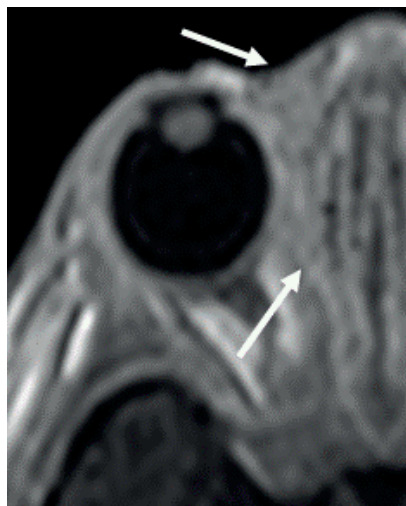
Axial contrast-enhanced T1-weighted magnetic resonance imaging demonstrating inflammatory changes involving the extraconal fat and the medial canthal regions.
